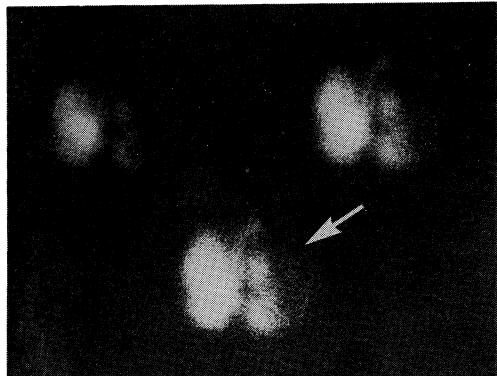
^{99m}Tc -scintigram shows cold defect in the left lobe in Case 2.
